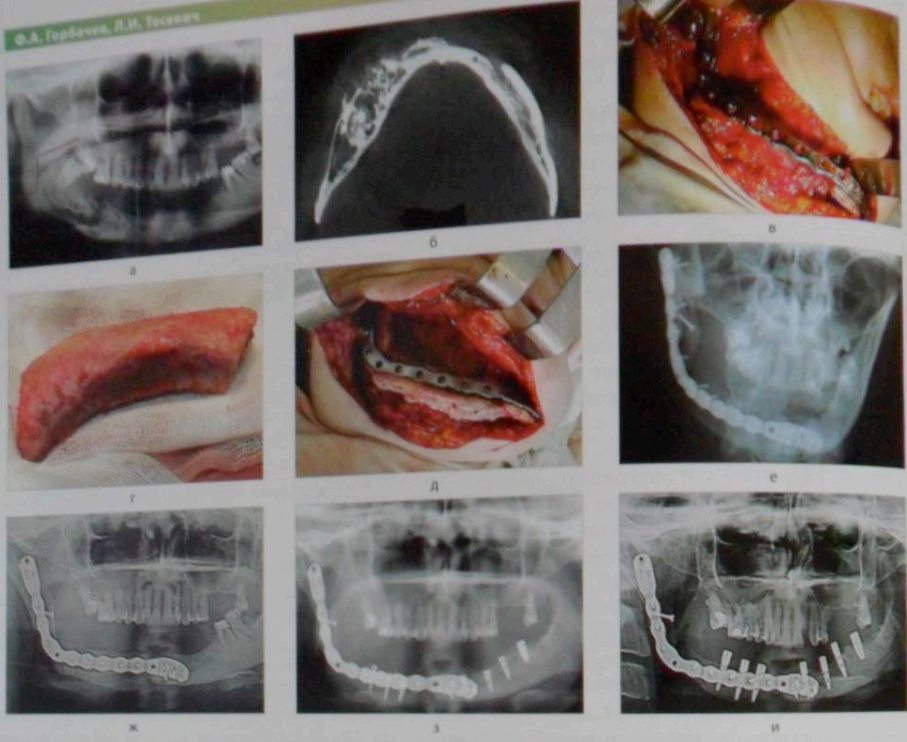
Клинический случай кальцинирующей эпителиальной одонтогенной опухоли (Pindborg's tumor) фронтального, бокового отделов тела, угла и ветви нижней челюсти справа у пациентки Кр-о, 44 лет, с устранением первичного послеопухолевого дефекта с помощью отмоделированного двухблочного бикортикально-губчатого АТППК и модифицированной индивидуальной реконструктивной пластины с круглой формой отверстий для фиксирующих шурупов и Х-образной конфигурацией их расположения на концевых отделах: а) предоперационная ортопантомограмма зоны опухоли и планируемый уровень сегментарной резекции нижней челюсти; б) один из срезов рентгенокомпьютерной томографии зоны опухоли; в) первичный послеопухолевый дефект фронтального и бокового угла и ветви нижней челюсти и индивидуальная реконструктивная пластина с круглой формой отверстий для шурупов и Х-образной конфигурацией их расположения на концевых отделах, фиксирующая края сохраненных фрагментов нижней челюсти; г) забраный бикортикально-губчатый АТППК; д) отмоделированный двухблочный бикортикально-губчатый АТППК зафиксирован к краям шурупов и Х-образной конфигурацией их расположения на концевых отделах; е) послеоперационная контрольная рентгенограмма ортопантомограмма через 6 месяцев после операции (проведена ортопантомограмма через 3 месяца после операции); ж) контрольная ортопантомограмма через 9 месяцев после операции (на дентальные имплантаты установлены формирователи десневой манжеты).
